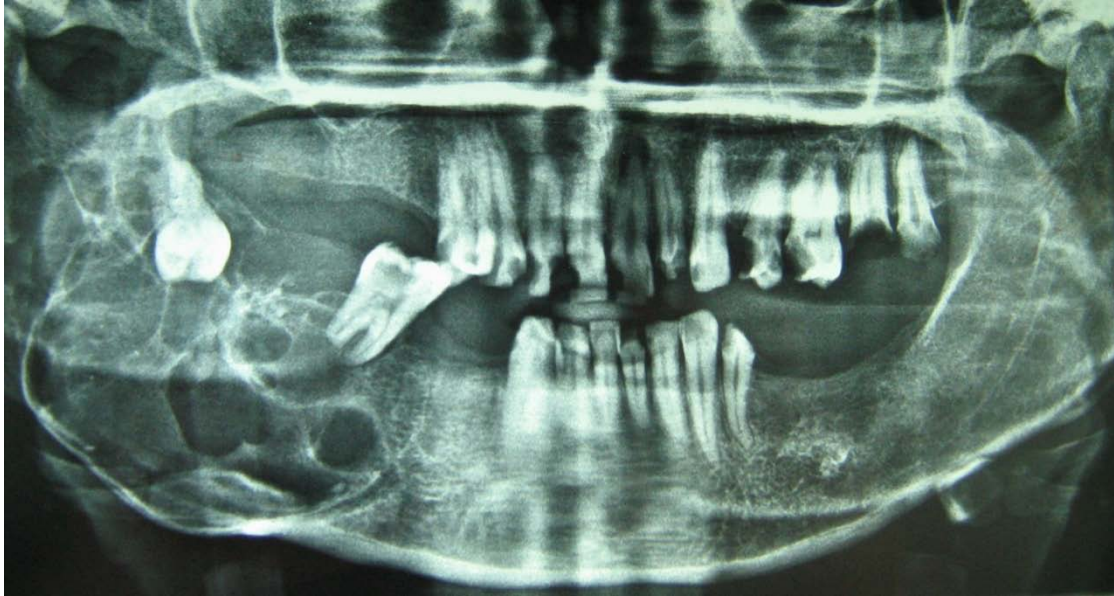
Orthopantomogramme montrant une image multi-lacunaire au niveau de l'angle et de la branche horizontale droite avec rupture de la corticale
